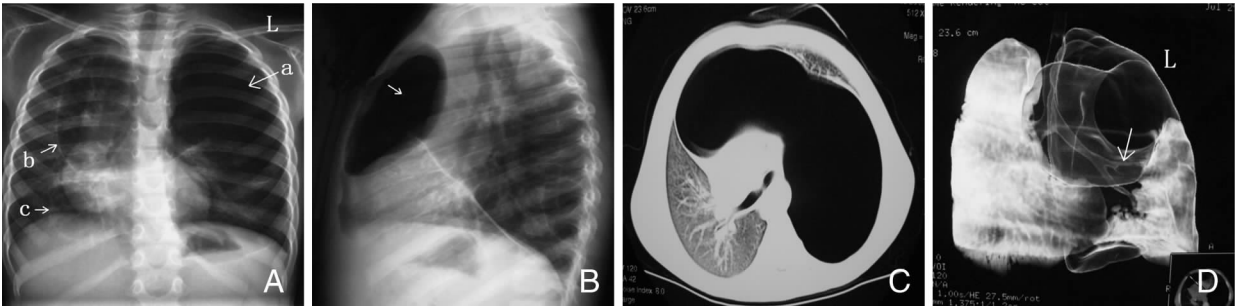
巨大肺大泡胸部X线及CT表现 A:胸片正位:左侧肺野透亮度增高,其内无肺纹理走行(箭头a);右肺中野类圆形透亮影,边缘光滑(箭头b),与左肺野内透亮影相连续;右下肺类圆形透亮影,边缘光滑(箭头c),纵隔及气管右移;B:胸片侧位:前纵膈区内可见较完整的类椭圆形透亮影,内部无肺纹理;C:胸部CT横轴位像:肺窗示左侧肺实质内见巨大空腔影,占据左侧胸腔,周围见受推挤肺组织,并通过前联合线突入右侧胸腔,纵隔结构向右侧偏移;D:胸部CT三维重建像:左肺大部分呈透亮影,无肺纹理走行,左肺上叶支气管明显受压变窄(箭头)。
